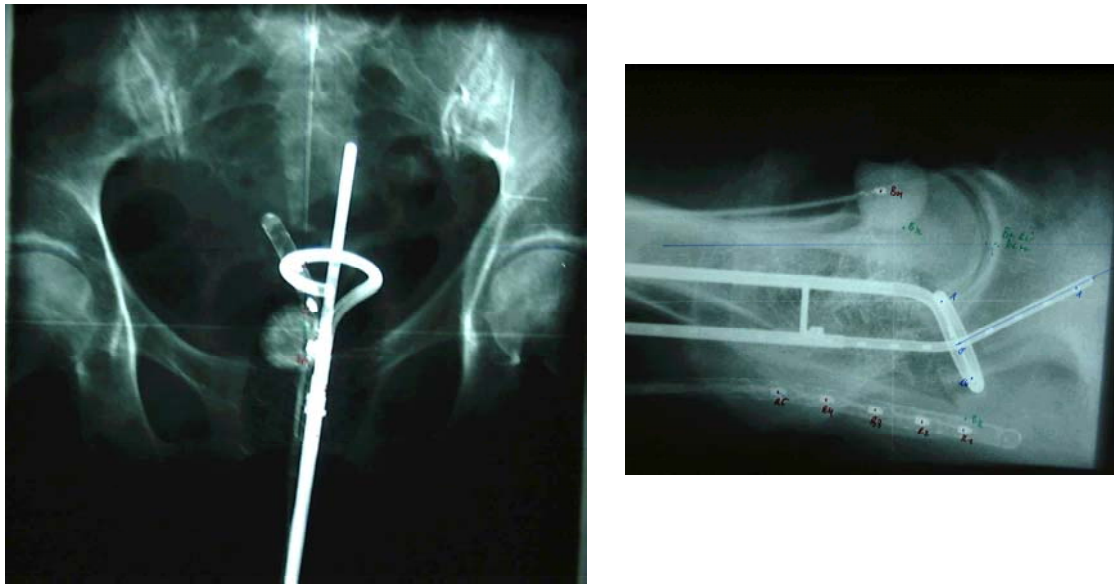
Konventionelle Röntgenbilder mit liegendem Ring-Stift-Applikator.ap und seitliche Aufnahme mit eingezeichneten Dosisreferenzpunkten, Blasenballon und Rektumsonde sind gut erkennbar
